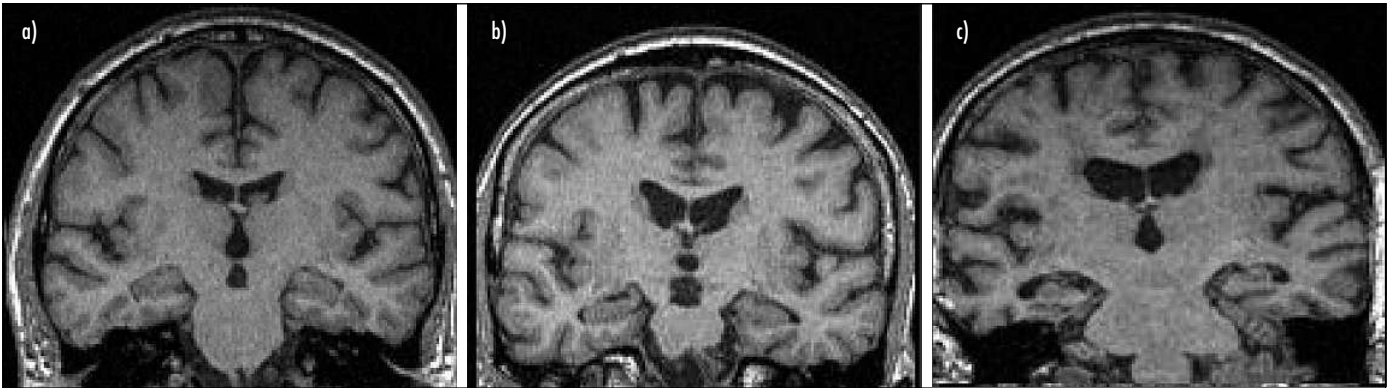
Typische koronare MRT-Aufnahmen. (a) Gesunder 70-jähriger (MMSE: 30 Punkte), (b) 77-jähriger Proband mit AACD (MMSE: 24 Punkte) sowie (c) 75-jähriger Patient mit ausgeprägter Alzheimer-Demenz (MMSE: 13 Punkte). Schon beim Probanden mit AACD wird eine diskrete Verschmächtigung des Hippocampus mit beginnender Erweiterung des Temporalhornes sichtbar; Veränderungen, die bei ausgeprägter AD akzentuiert den gesamten Kortex betreffen (32)
